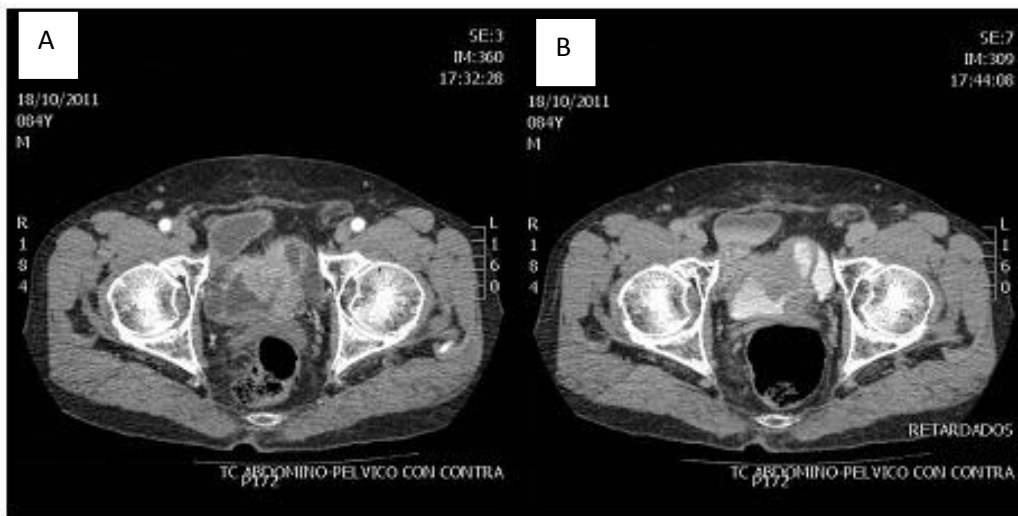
Tomografía computarizada abdómino-pelúrico con contraste intravenoso. A) Se observa una formación heterogénea con necrosis centrales que infiltra el asa de la ampliación vesical. B) Fase retardada. La tumoración se comporta como un defecto de repleción rodeado de contraste.
